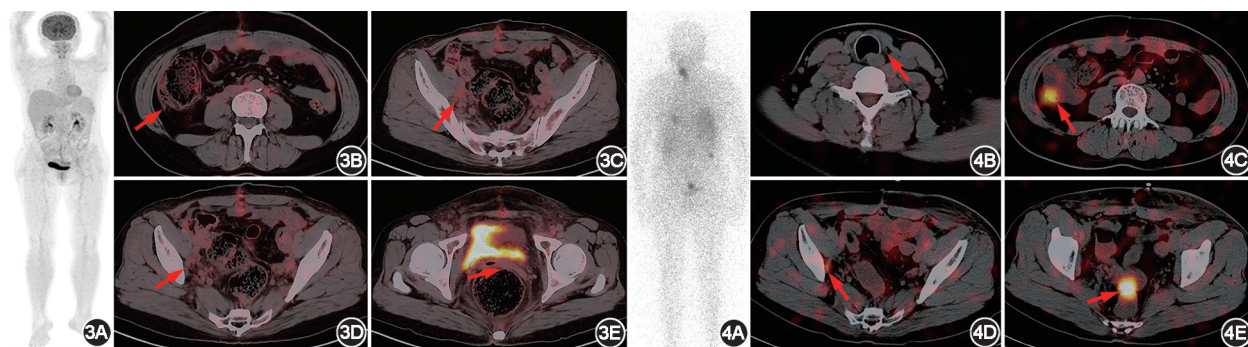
卵巢原发性甲状腺滤泡状癌患者(女,42岁)术后 ^{18}F -FDG PET/CT 显像图 3A. PET 最大密度投影图;3B~3E. PET/CT 横断面图像显示升结肠、盆腔、乙状结肠及直肠旁增厚系膜及小淋巴结,局部未见明显 ^{18}F -FDG 增高(箭头示) 图4 同一患者甲状腺全切术后治疗剂量 ^{131}I 全身显像及 SPECT/CT 显像图 4A. ^{131}I 全身显像前位图示颈部甲状腺床术后改变,中腹部、盆腔多处异常显像剂浓聚灶;4B. SPECT/CT 横断面图示甲状腺术后缺如(箭头示);4C~4E. SPECT/CT 横断面图示异常浓聚灶位于升结肠旁(4C)、右侧盆腔淋巴结(4D)、及直肠旁(4E),提示多发性转移(箭头示)
